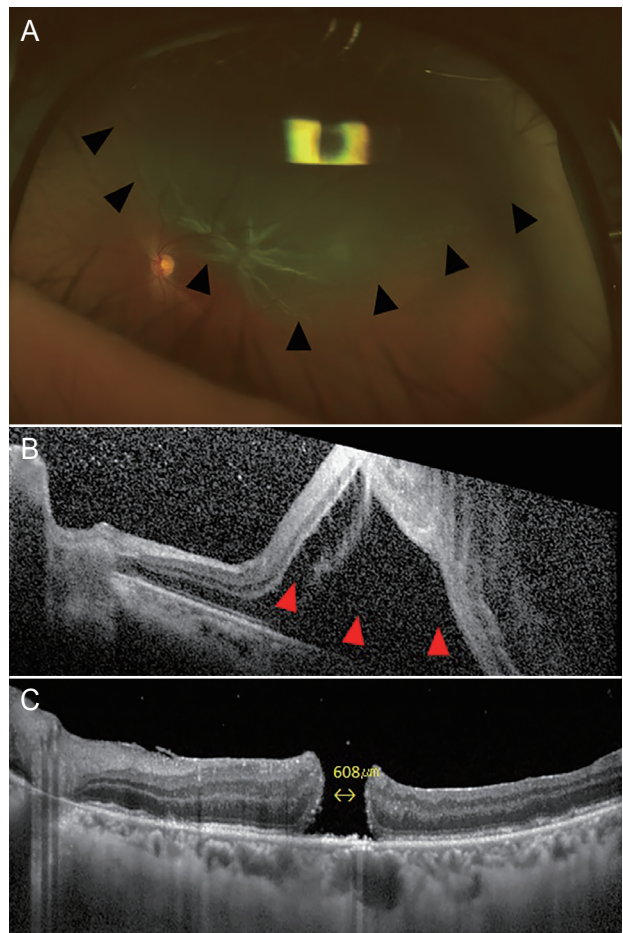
A 47-year-old man without a relevant medical history presented with inferior visual disturbance of the left eye. (A) Fundus examination revealed a large retinal detachment from 11 o'clock to 4 o'clock (black arrowheads) with a horseshoe tear at 2 o'clock in the left eye, glistening membrane at the macula, and fibrous membranes suggesting development of proliferative vitreoretinopathy. (B) OCT showing macular involving retinal detachment (red arrowheads). (C) OCT revealed a 608- μ m sized hole in the left eye 3 weeks after vitrectomy and SF₆ gas injection. OCT = optical coherence tomography; SF₆ = sulphur hexafluoride.
